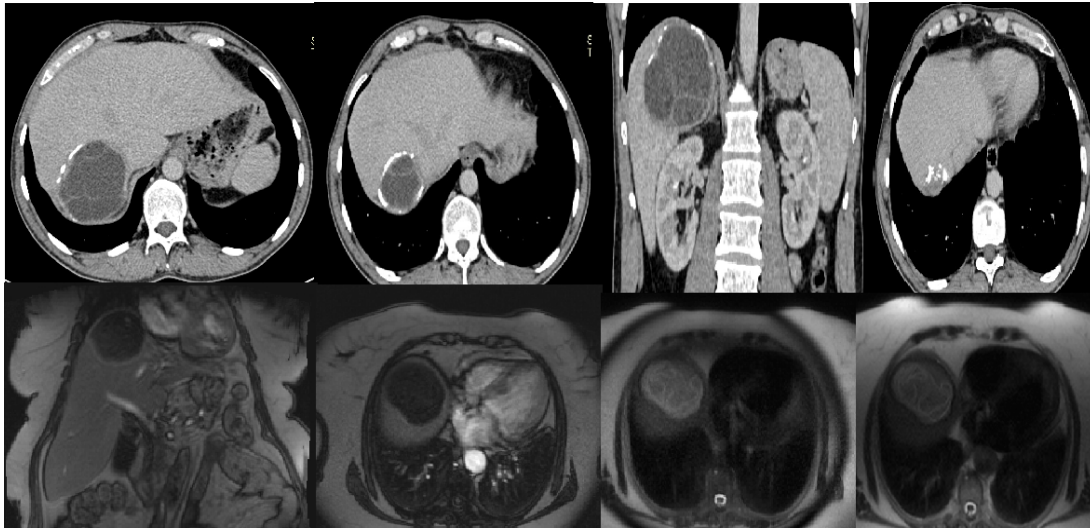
Figura nr:9; Imazhe të cistave të echinokokut me CT dhe MRI
